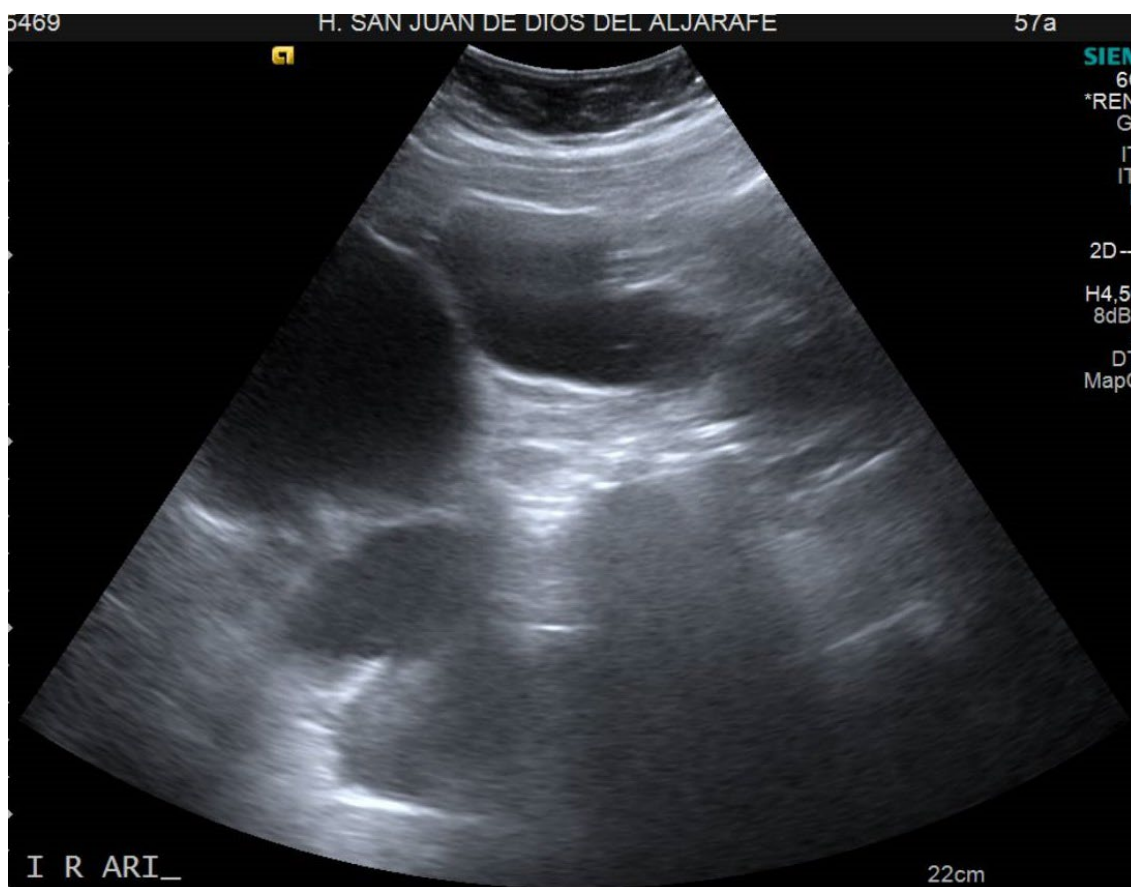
Figura número 7. Ecografía Doppler que mostró hidronefrosis severa con atrofia parenquimatosa.
